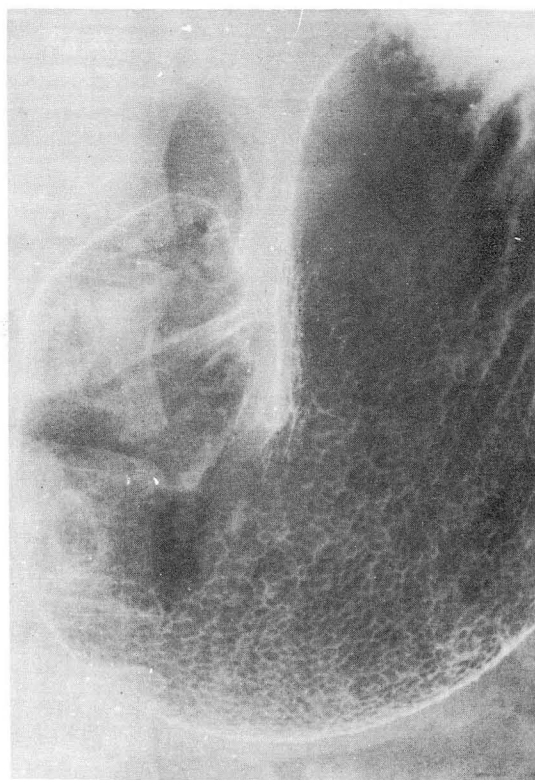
Double Contrast Radiograph with Good Technique shows 'Chronic Gastritis'. The Areae Gastricae is coarse and enlarged in Pyloric Gland Area, and The Sulci are coarse and not of uniform width.
